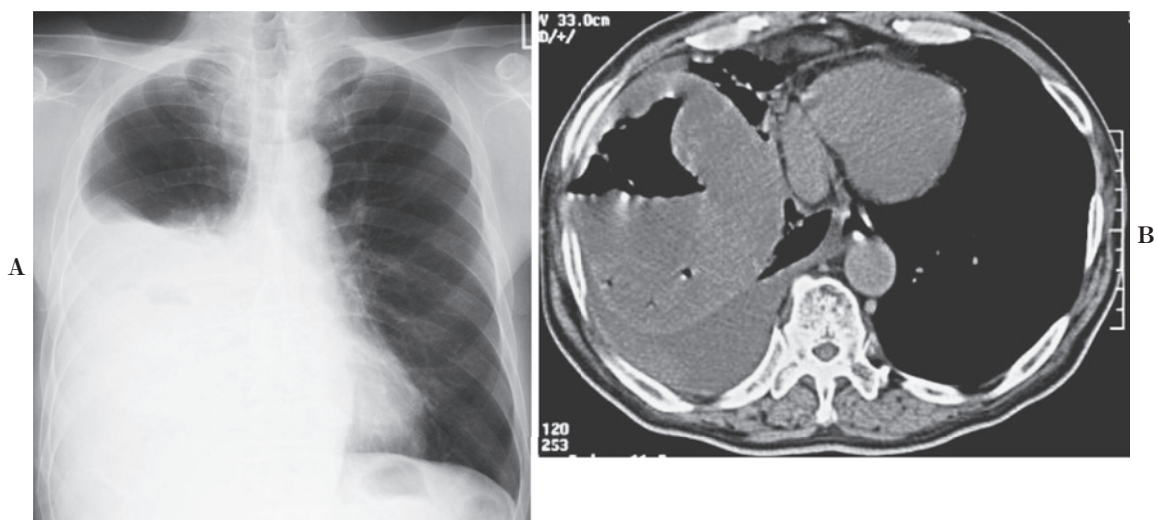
A chest X-ray film reveal a large quantity of right pleural effusion (A). CT image reveal right pleural effusion and a cavitated giant tumor measuring 13 cm with an air-fluid level in the right lung field (B).
